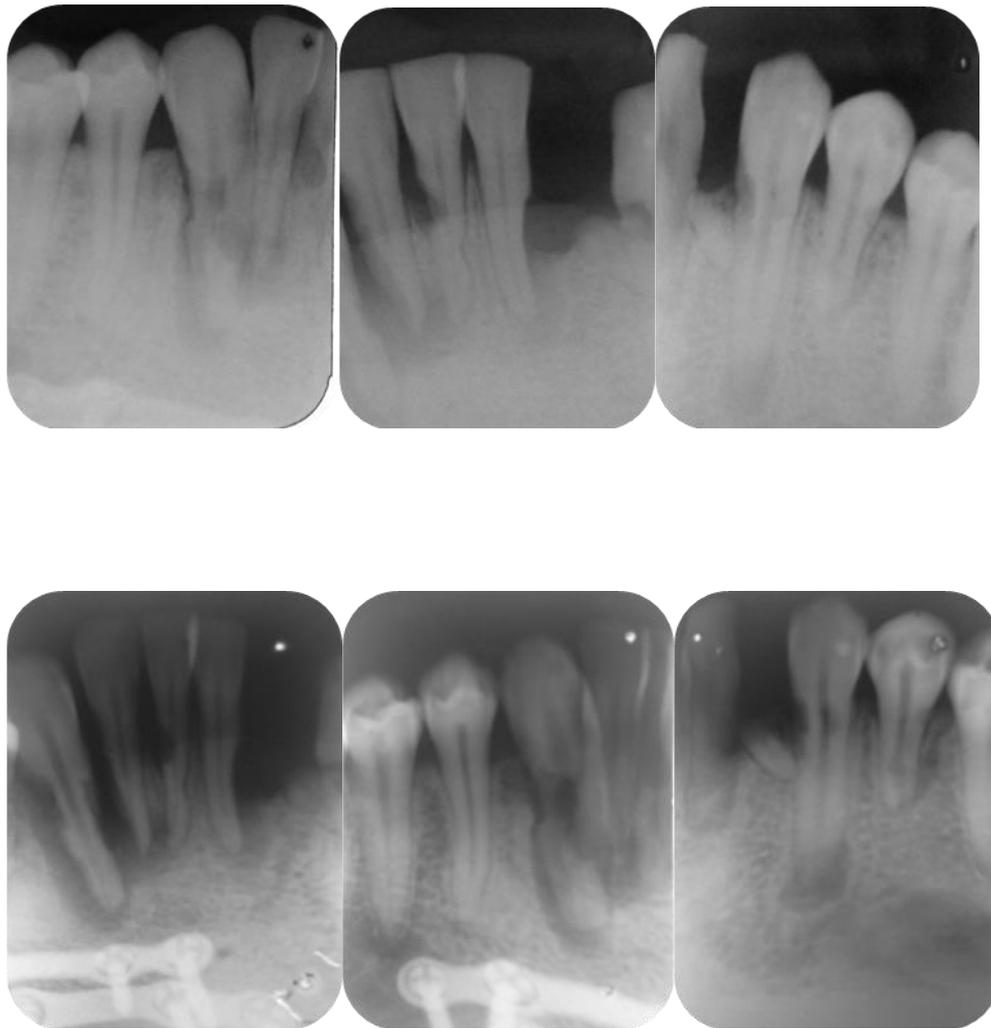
Radiografias periapicais
